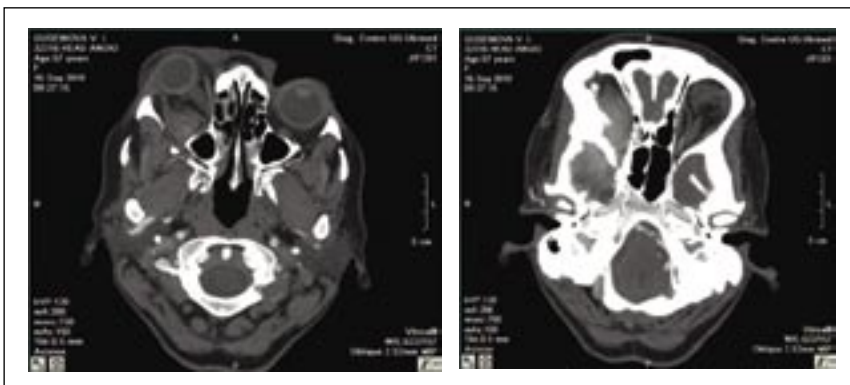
Менингиома орбиты. КТ: уменьшение объема орбиты латеральной стенки, наличие мягкотканного компонента в орбите. Выраженный гиперостоз крыши орбиты.
